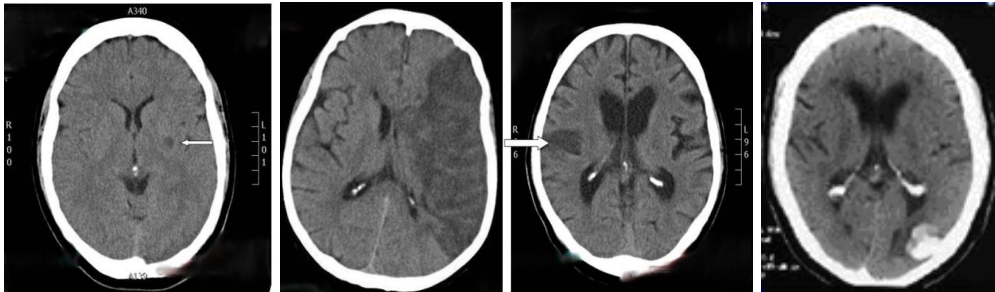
Immagini TC per la diagnosi topografica della lesione, secondo la classificazione di Bamford. Da destra a sinistra: LACS, TACS, PACS, POCS.
